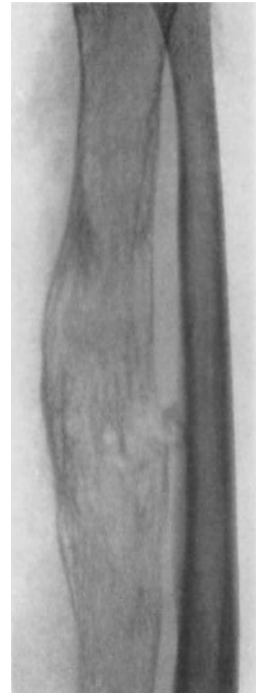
Röntgenbild 2 Monate später. Erneutes Geschwulstwachstum. Einbruch in die Weichteile. Probeexcision: Reticulosarkom. Amputation. 1¼ Jahr später †.
